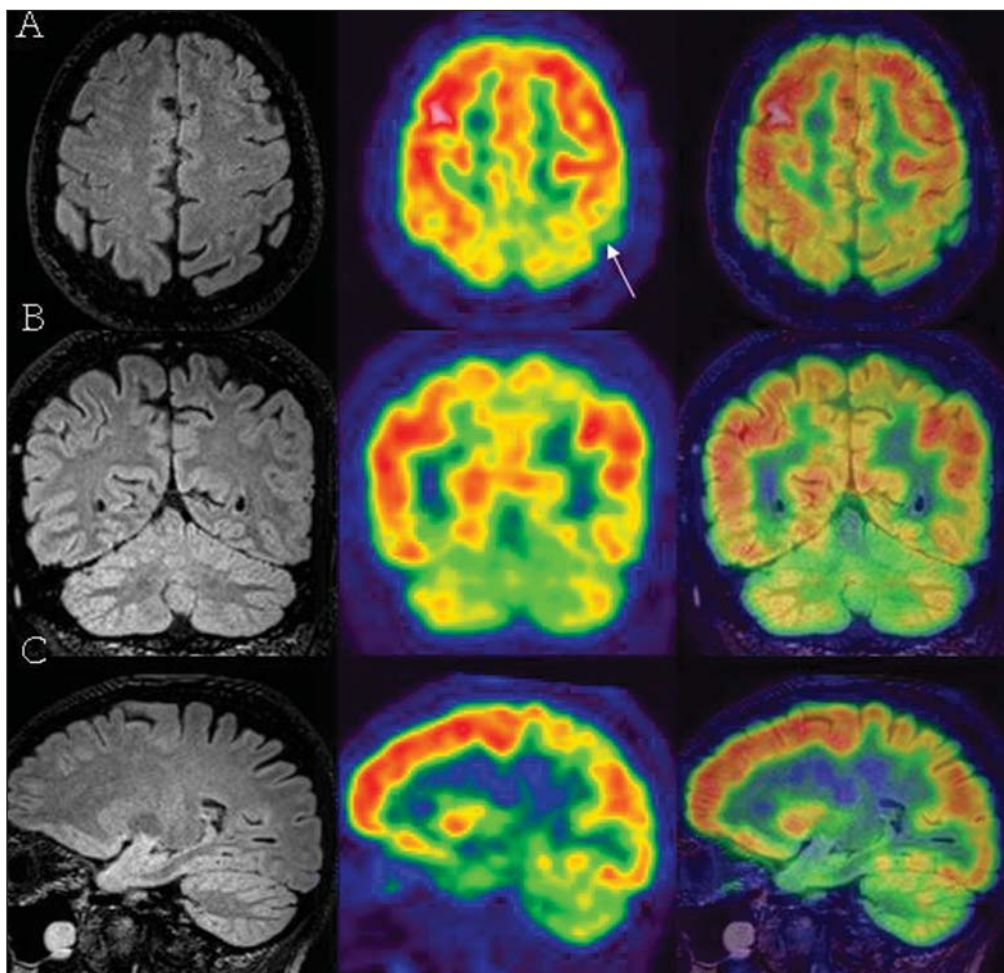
Paciente W.T.L., 49 anos de idade, apresentando leves episódios de esquecimento notados pela sua esposa. Exame neurológico normal, com minimal score de 27 ($N > 24$), entretanto, apresentando déficit seletivo na memória declarativa. Linhas A, B e C representam imagens de RM, PET e a fusão PET-RM. A RM mostra discreta acentuação dos sulcos parietais posteriores, de aspecto pouco específico, que é corroborado pela assimetria de metabolismo devido a uma maior hipocaptção à esquerda (seta).
